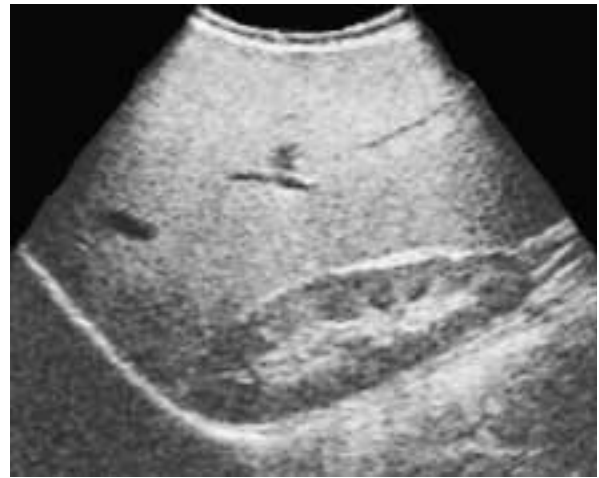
Immagine ecografica sagittale sulla linea emiclaveare: fegato ingrandito con aumento dell'ecogenicità (M, 21 anni, glicogenosi di tipo IB).
